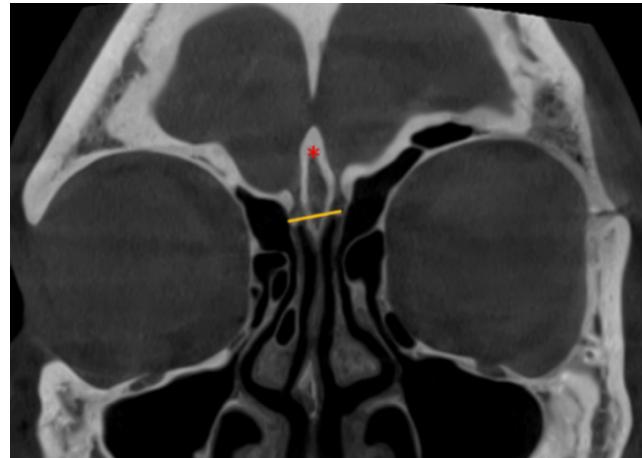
2 тип петушиного гребня, КТ, фронтальный срез
